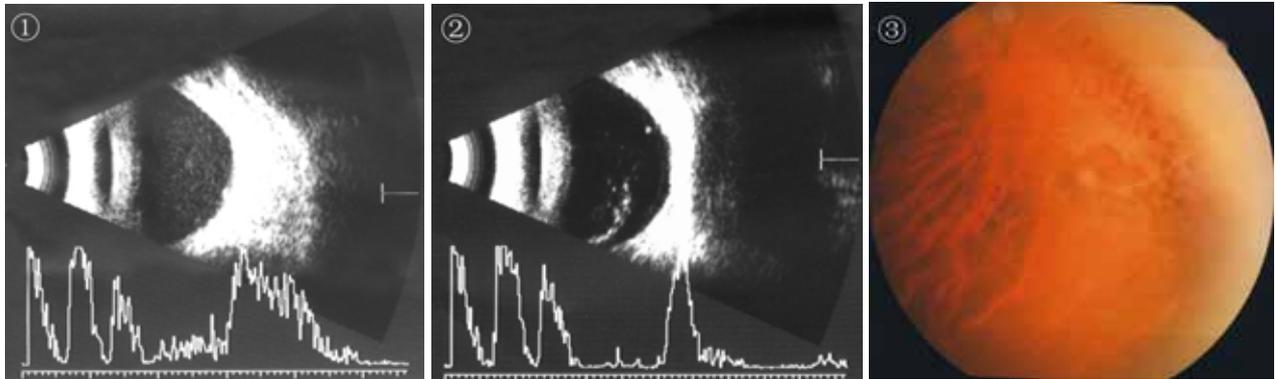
玻璃体积血发病后1d的超声图像,注意眼后壁前的点状高密度阴影。
